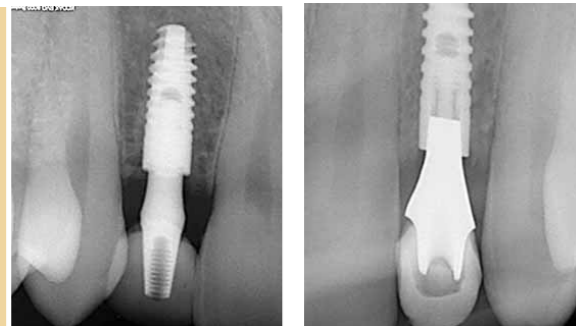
На рентгенограмме показан стандартный абатмент в области зуба № 7, служащий опорой немедленной временной реставрации. Рис. 9 На рентгенограмме показан циркониевый абатмент в области зуба № 10, служащий опорой немедленной временной реставрации.
